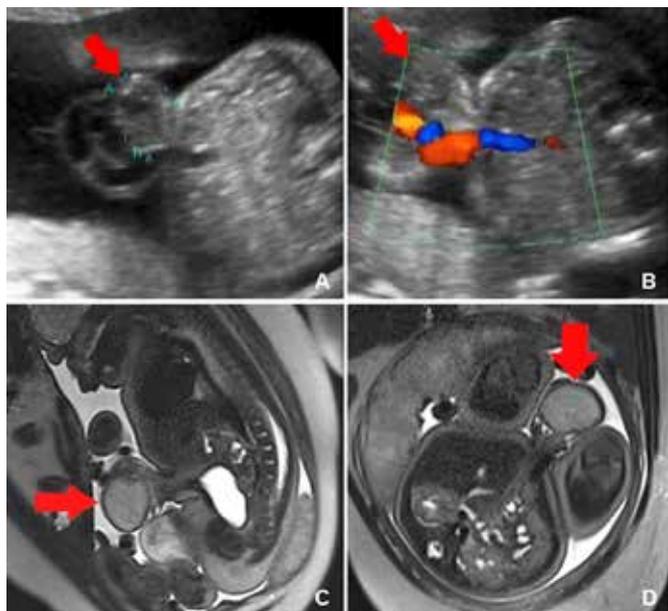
Ecografía fetal a las 21 semanas y 6 días que muestra la onfalocele con una imagen circular aparentemente anormal en el interior del cordón umbilical (ver flechas rojas) (Figura 1A y 1B). Resonancia magnética fetal que revela la onfalocele. Había una imagen hiperintensa en su interior en las secuencias T1 y T2, compatible con un divertículo de Meckel (ver flechas rojas) (Figura 1C y 1D).
